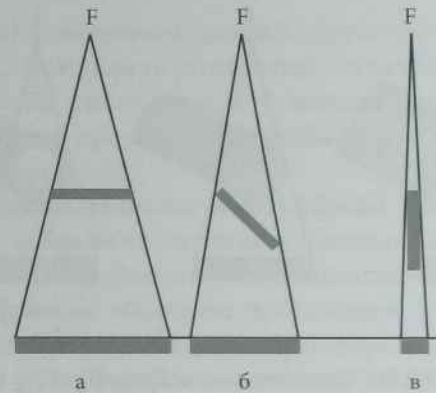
Залежність величини і форми рентгеновського зображення від розміщення досліджуваного об'єкта щодо пучка рентгеновського випромінювання, направлено перпендикулярно до касети (F — фокус трубки):
